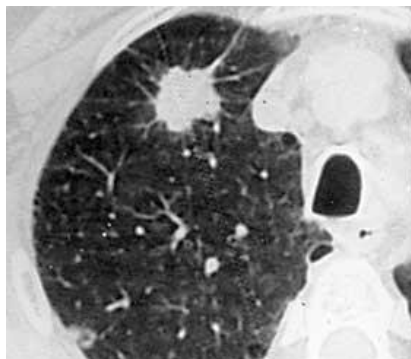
Типичная картина периферического рака легкого на РК-томограмме.
